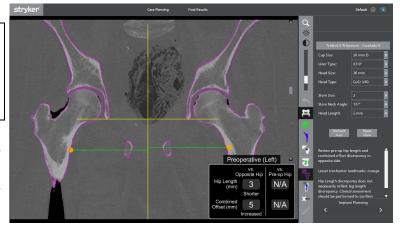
임플란트 계획: Pre-op Mode(수술 전 모드) 영상: CT 보기의 낙루 하단에서 선택된 M/L 축 업데이트 영상 표시
